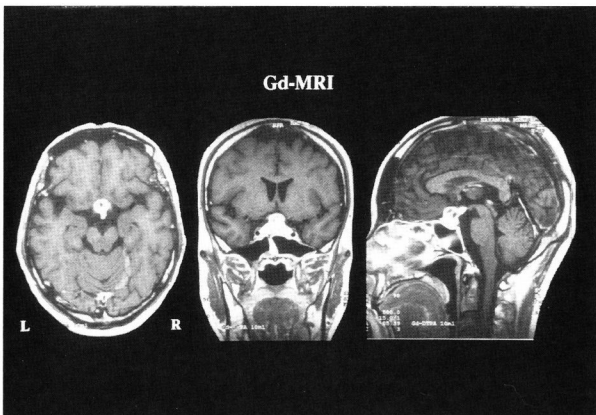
Gd enhanced MR T1-weighted image demonstrates a hypertrophic pituitary stalk and enhancement of the periphery of the mass.
